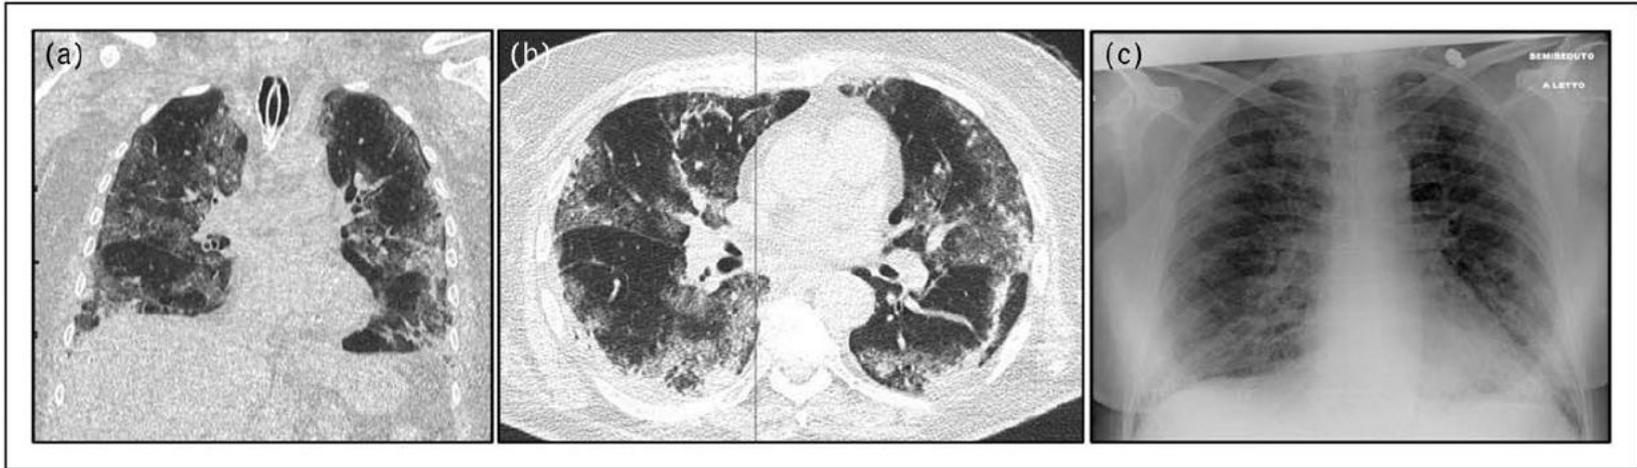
Acute respiratory failure in a 70-year-old patient. Chest imaging of a 70-year-old patient with acute respiratory failure because of COVID-19 treated with invasive mechanical ventilation (endotracheal tube in the trachea). (a) Coronal view of chest CT scan showing bilateral GGOs and consolidations with central and peripheral distribution. (b) Axial view of chest CT scan showing bilateral GGOs and consolidations with central and peripheral distribution. (c) Bedside CXR showing bilateral GGO and peripheral consolidations. COVID-19, coronavirus disease 2019; CT, computed tomography; CXR, chest radiography; GGOs, ground-glass opacities.
